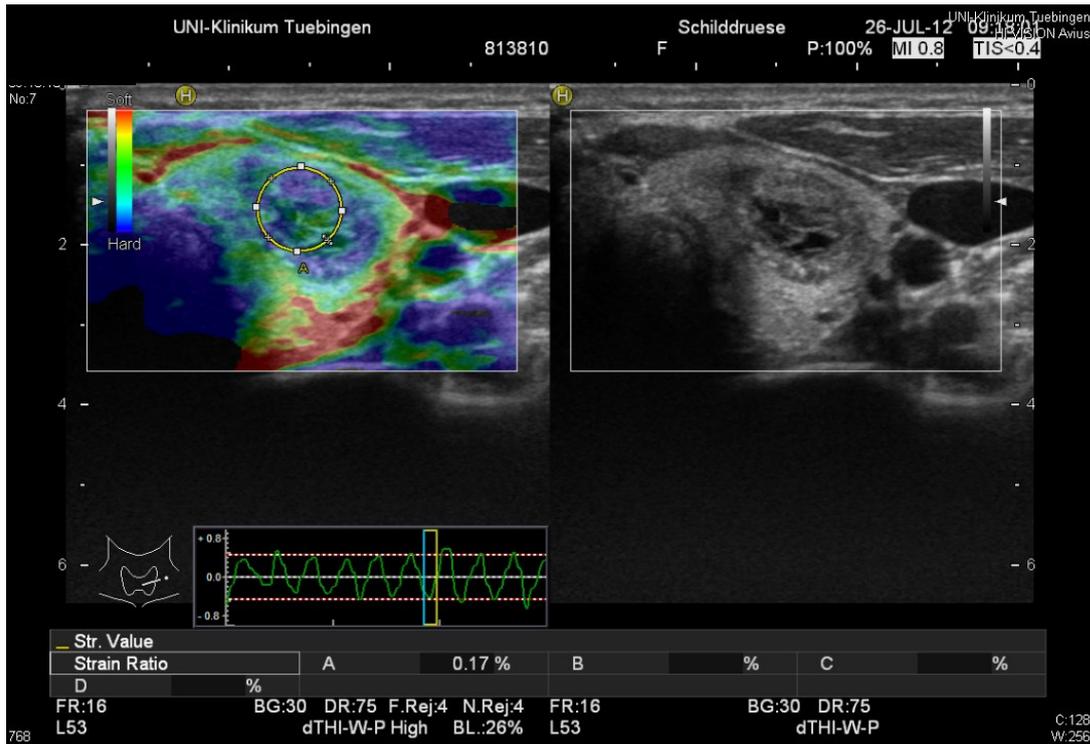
Elastographisch harter Knoten (blaues Areal, gelber Kreis) im linken Schilddrüsenlappen. Sonographisch echoarm, teils zystisch mit Mikrokalk.
